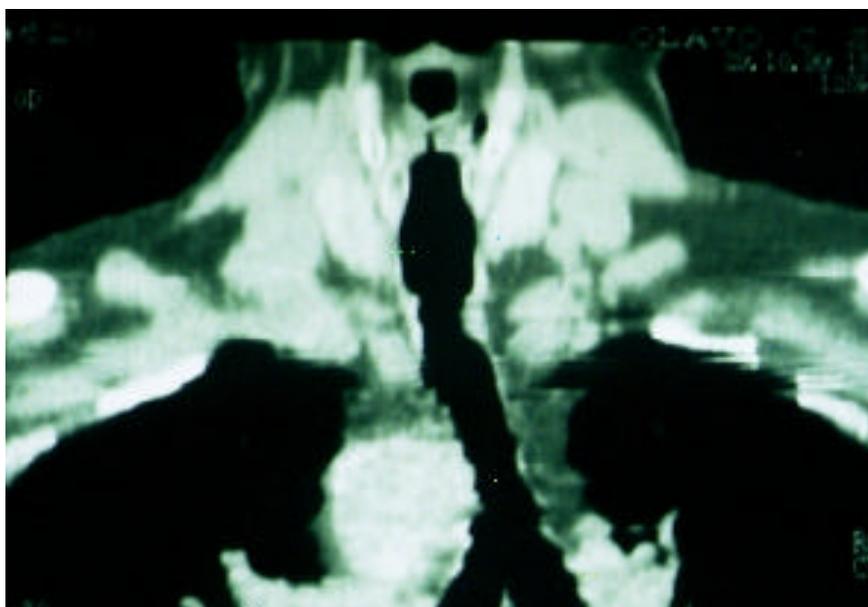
CT traquéia revela granuloma.
